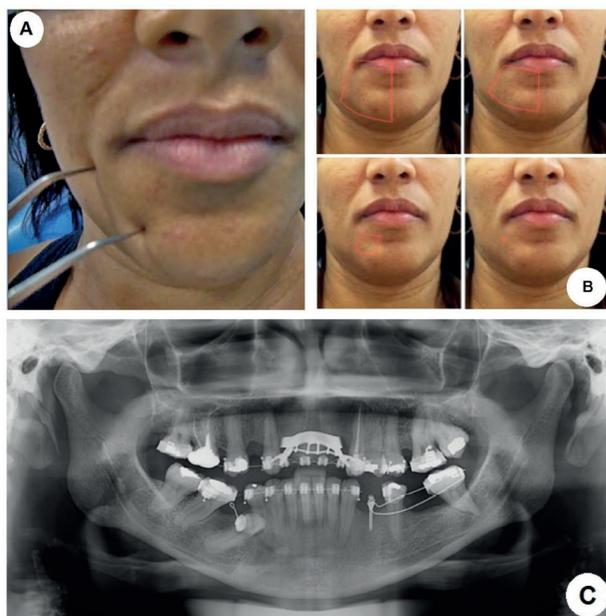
A) Realização do teste discriminativo de dois pontos. B) Evolução da sintomatologia onde se observa a diminuição da área da lesão nervosa no decorrer dos meses (7 dias, 1mês, 5 meses e 7 meses). C) Radiografia panorâmica após 7 meses de pós-operatório.
